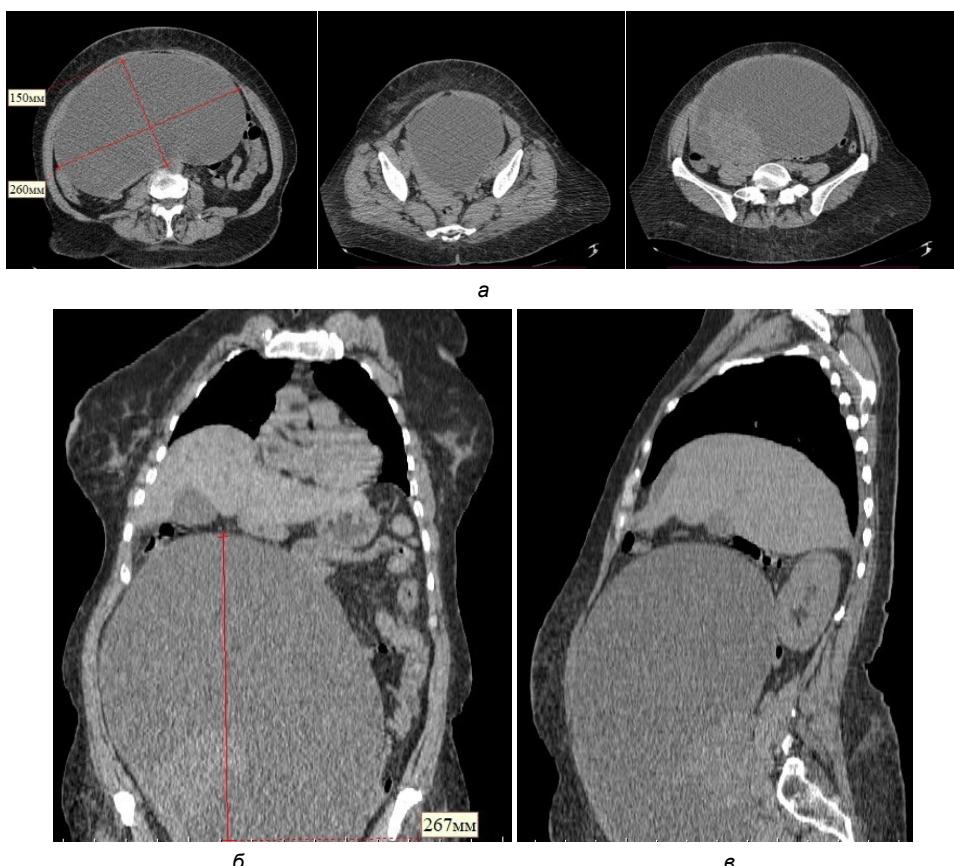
Рентгеновская компьютерная томография органов брюшной полости без внутривенного контрастирования:
